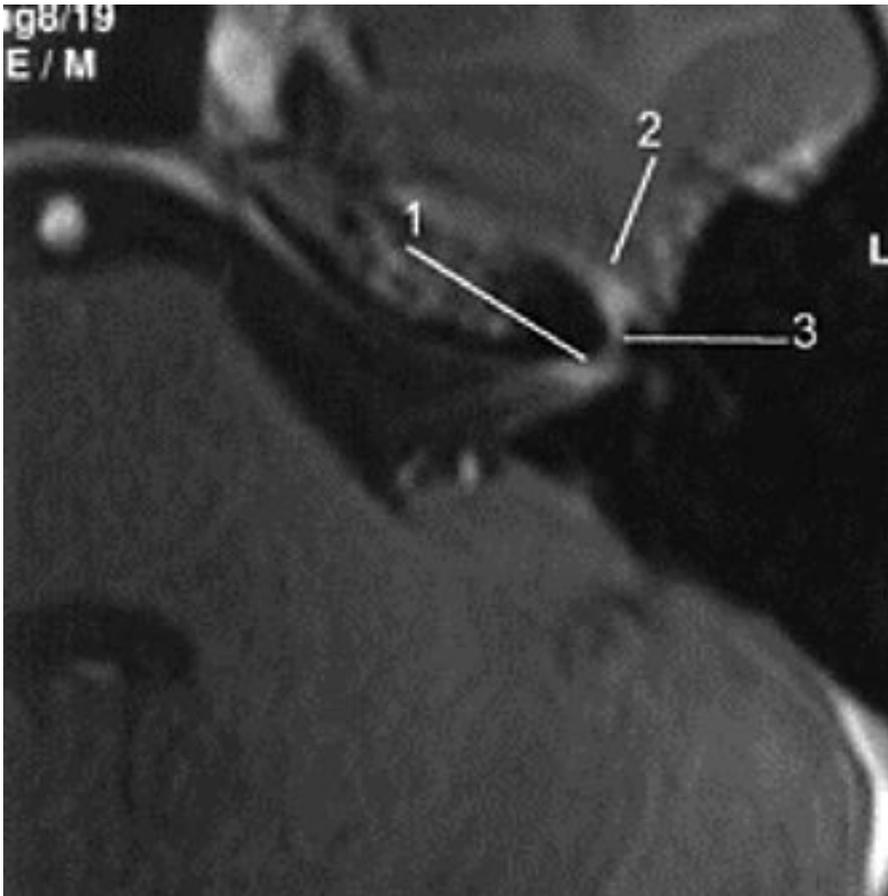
RMN T1 pesatratrasversa passante per l'angolo ponto-cerebellare a sinistra
